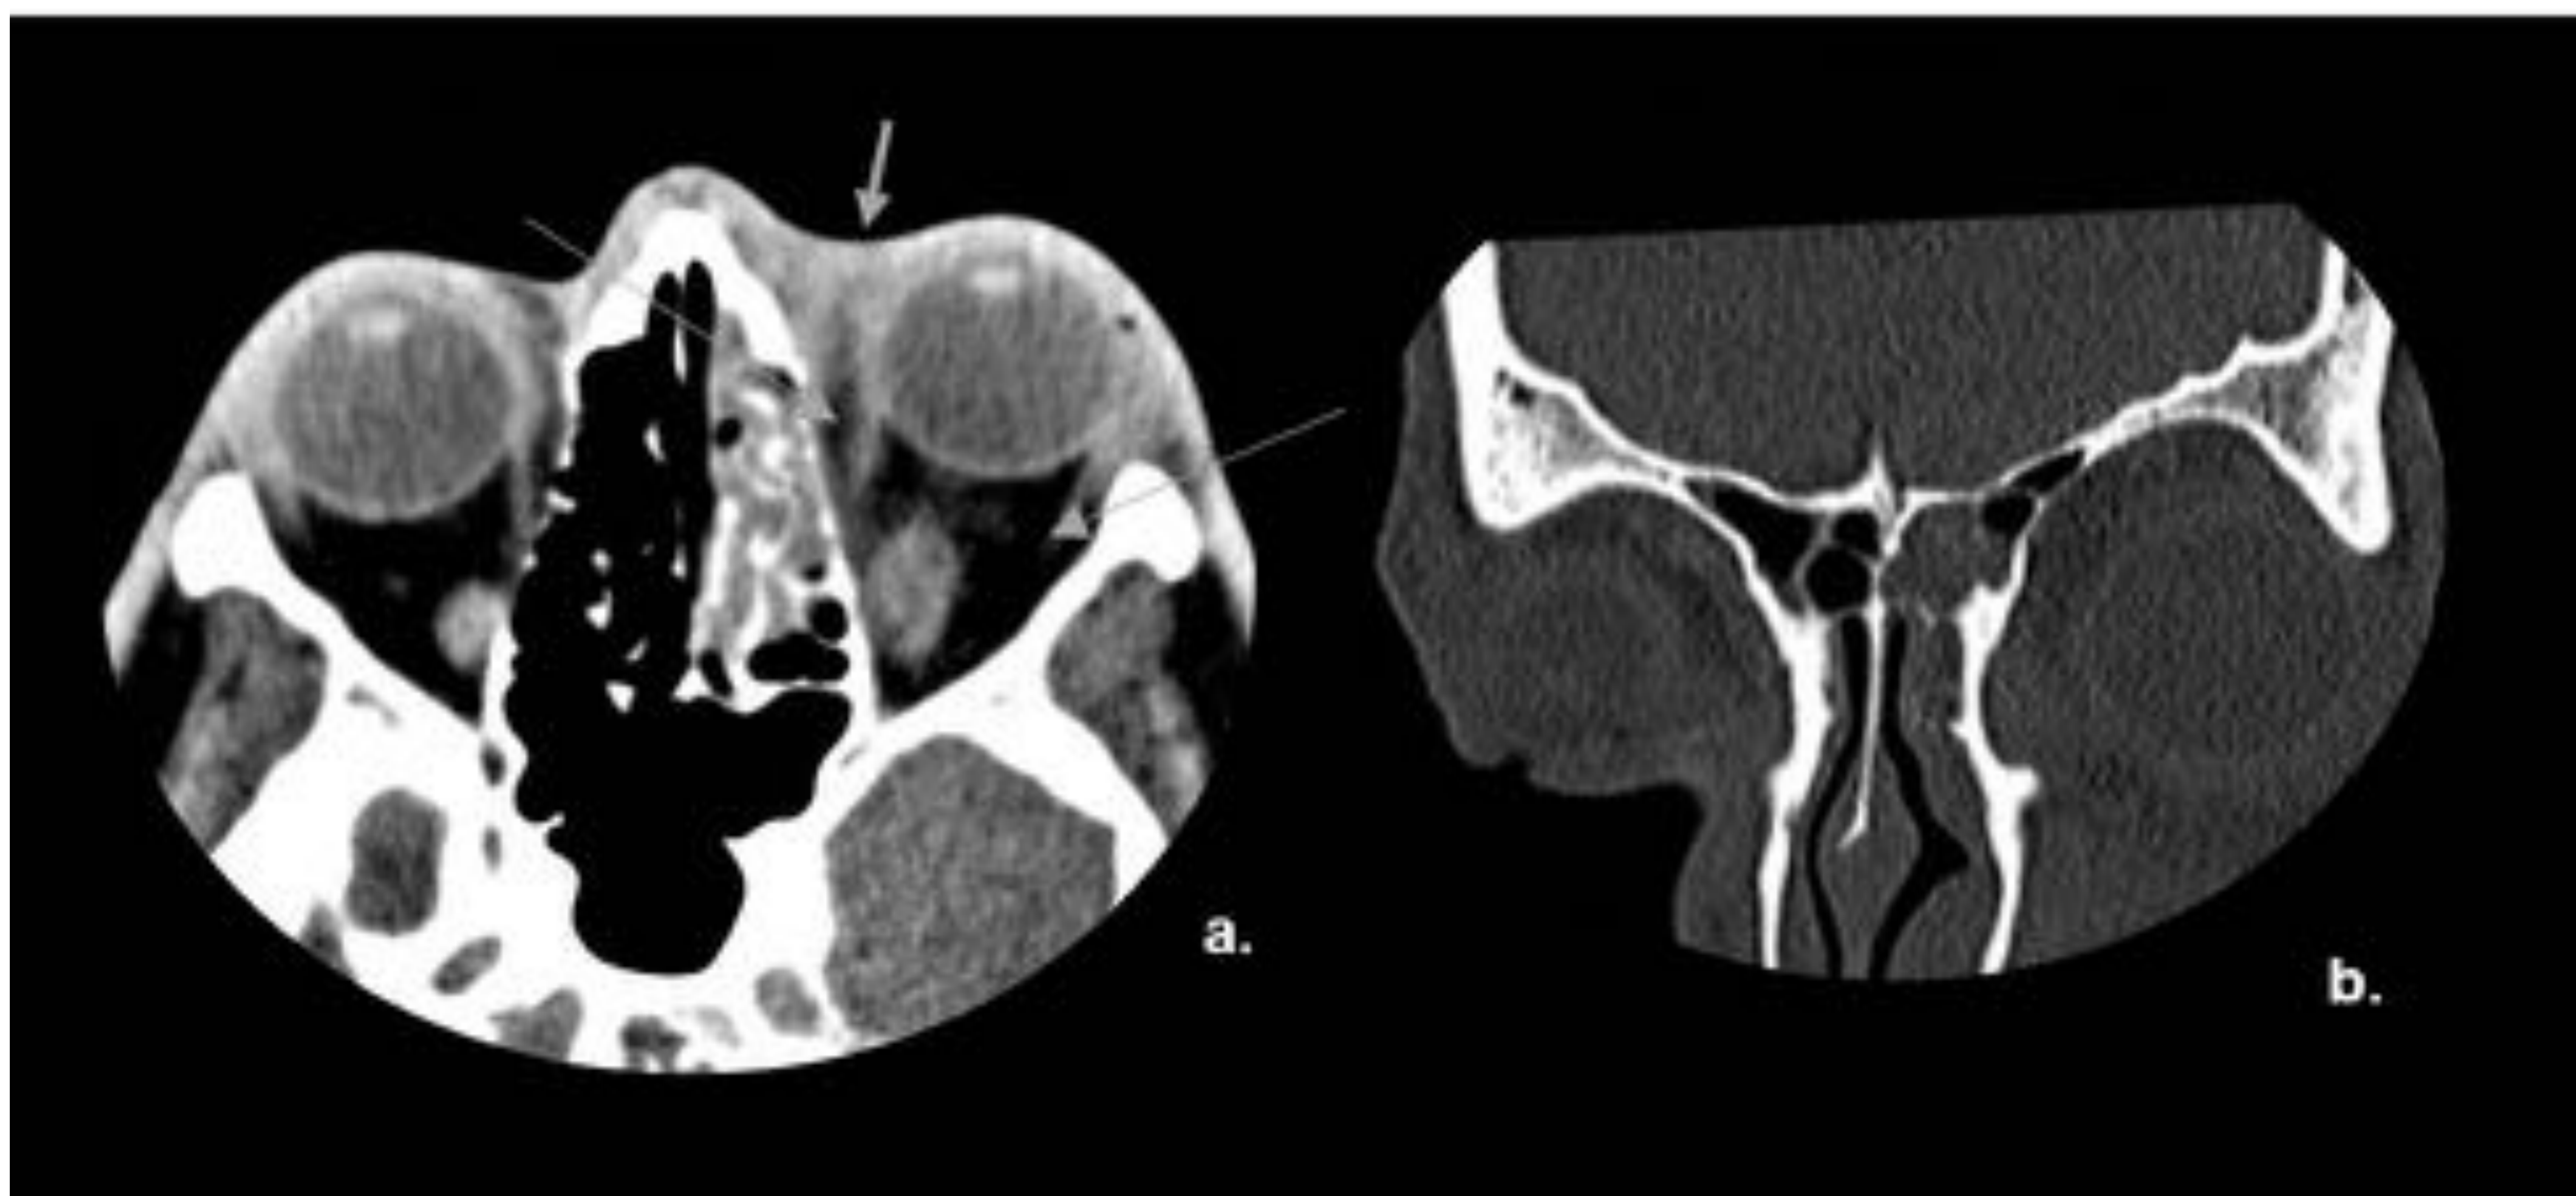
Celulitis preseptal: TC con ventana de partes blandas en corte axial (a.) y con ventana ósea en corte axial (b.) mostrando un párpado engrosado e infiltrado (flecha corta); la grasa postseptal (flechas largas) se ve impecable. Tenga en cuenta la opacificación adyacente del seno etmoidal. Referencia: Hospital Universitario Severo Ochoa. Leganés - España.
